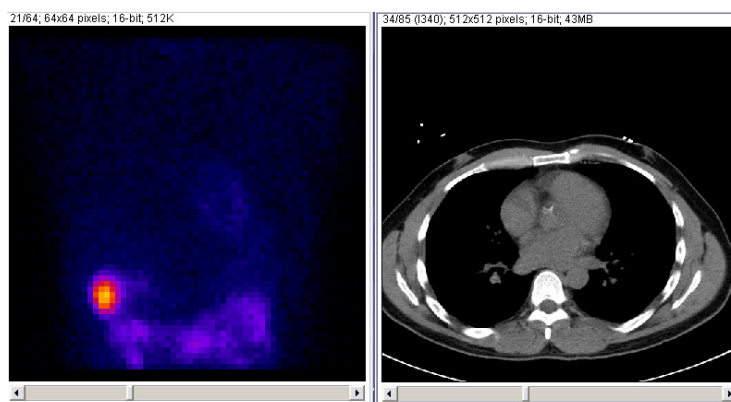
Projeções de um paciente em aquisição de SPECT em repouso (esquerda) e cortes de uma imagem de Tomografia Computadorizada por RX para gerar um mapa para correção de atenuação não uniforme (direita).
